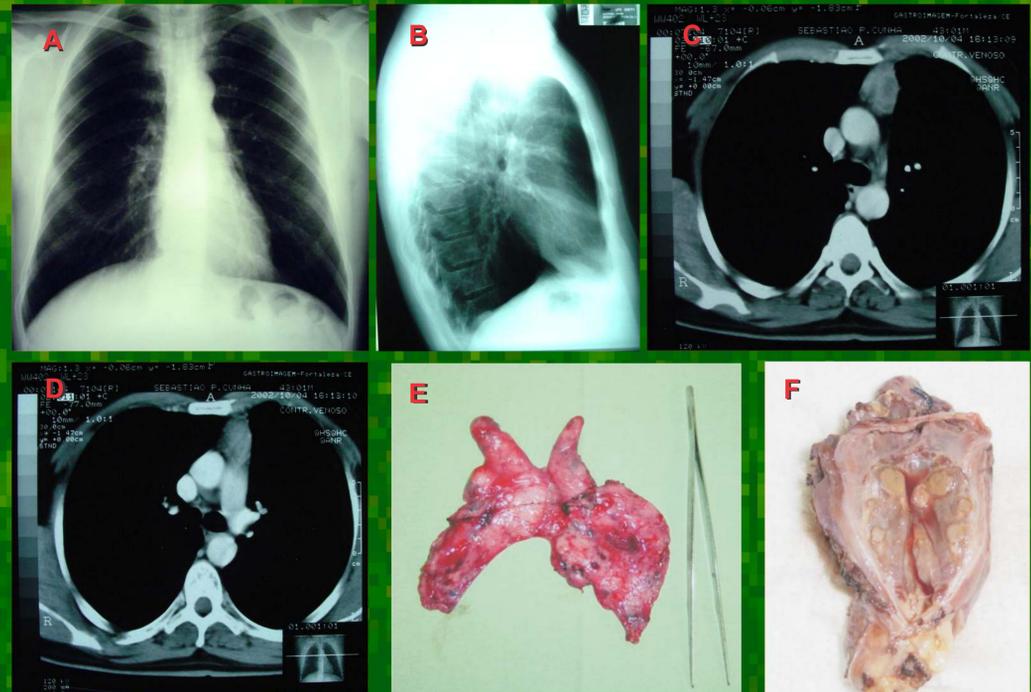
A: Rx de tórax PA após involução do tumor. B: Rx de Tórax Perfil após involução do tumor. C e D: TC mostrando involução espontânea do tumor com massa pré-vascular de 2,7x3,4cm. E e F: Aspecto macroscópico do timo e da massa ressecada.
